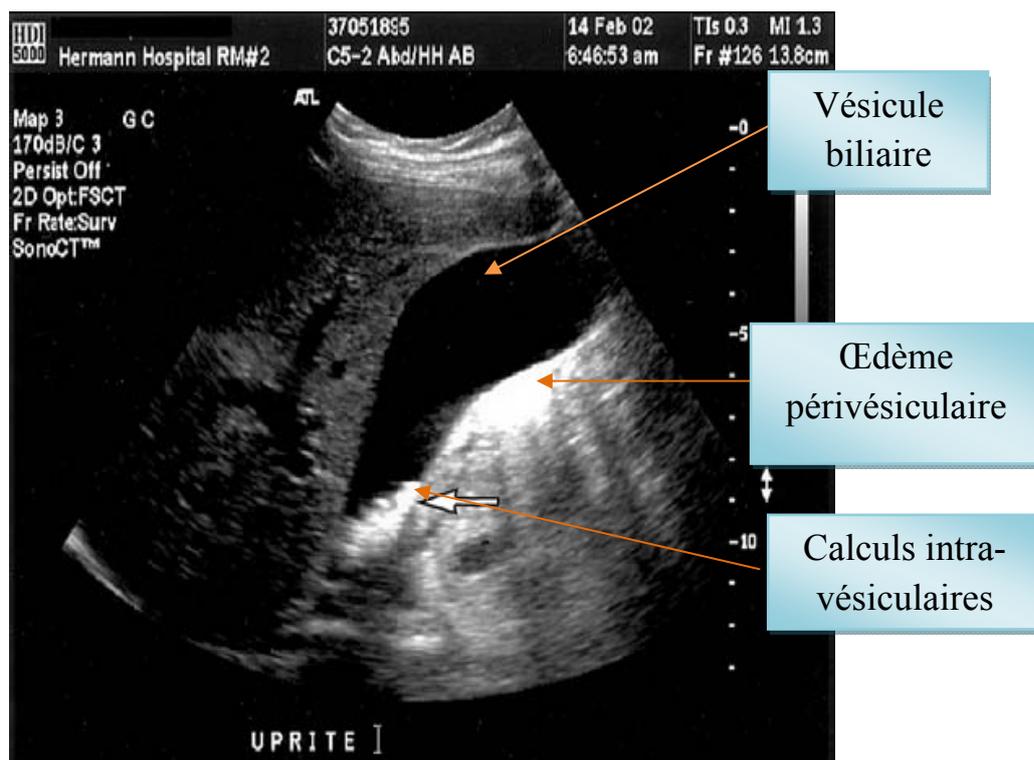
Coupe échographique sagittale visualisant une cholécystite aiguë lithiasique chez une femme enceinte à la 16^{ème} SA. (D'après Sawen [62])
